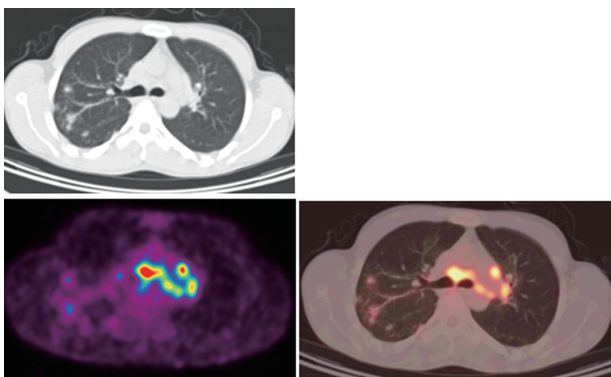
<sup>18</sup>F-FDG PET in a patient with sarcoidosis
